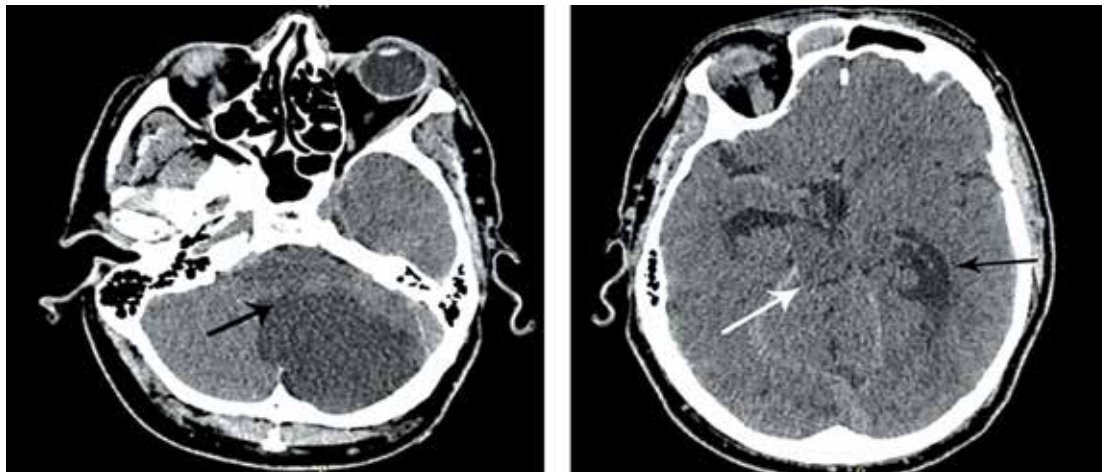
Компьютерная томография головного мозга пациента Т., 48 лет, со злокачественным инфарктом мозжечка (через 48 ч от начала заболевания). Выраженный масс-эффект. Окклюзия IV желудочка (толстая черная стрелка), грубое сдавление четверохолмной цистерны (белая стрелка), умеренное расширение нижнего рога бокового желудочка (тонкая черная стрелка)
